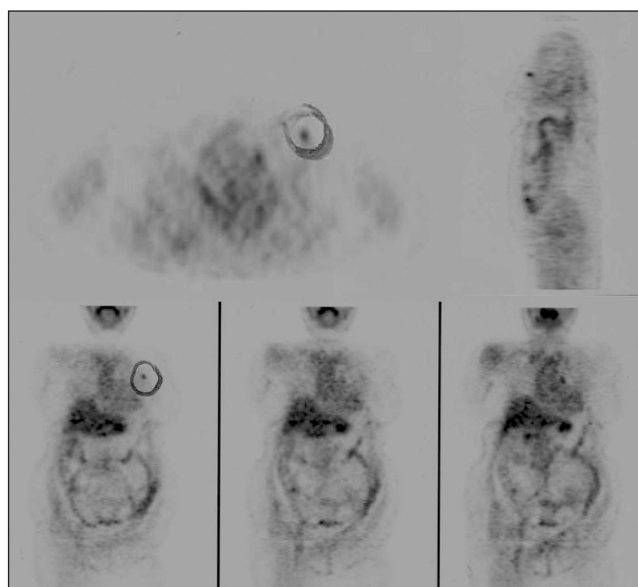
Imágenes de PET donde se objetiva área de hipercaptación en mama izquierda.
